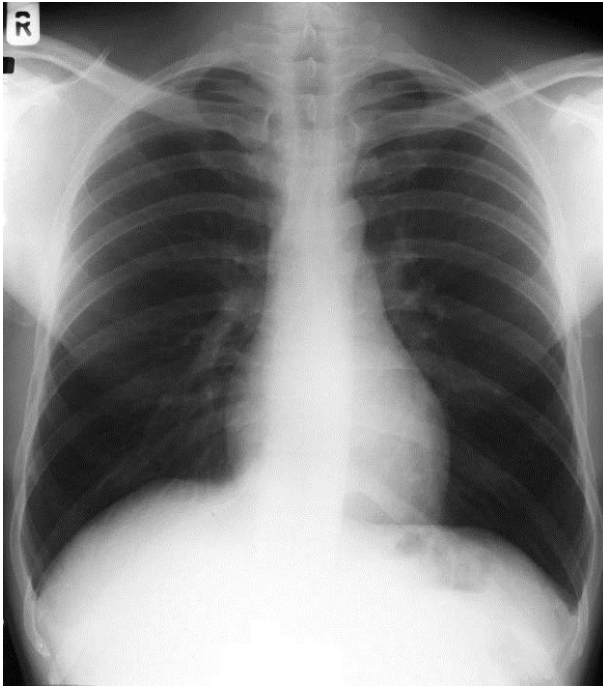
Рентгенография грудной клетки в прямой проекции
